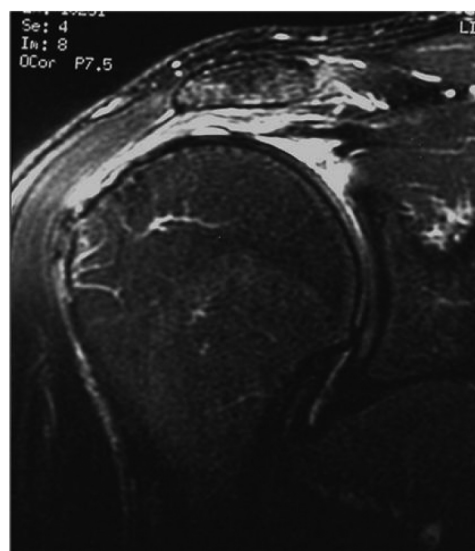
Imagem de ressonância magnética, em T2 (do ombro direito e corte coronal) mostrando lesão grande do tendão supraespalinal.
